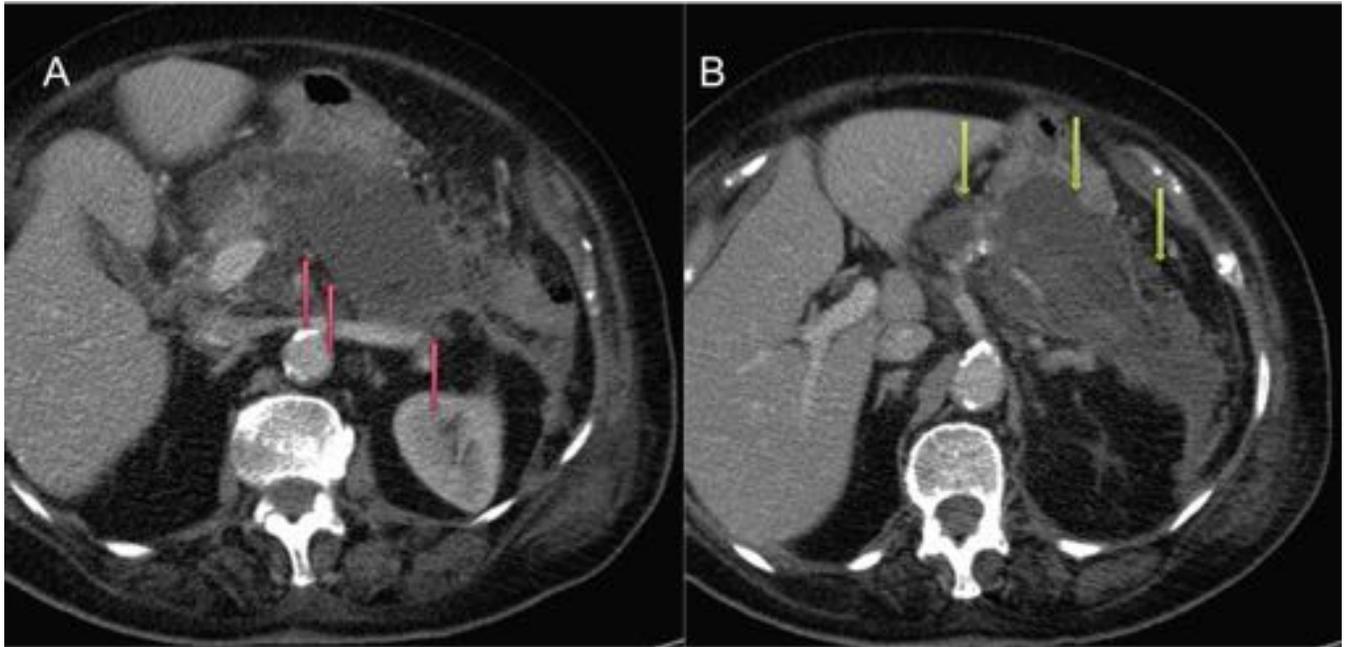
Control TC tras 3 semanas de pancreatitis aguda necrótica. Imagen A corte axial en fase portal que muestra gran colección (flechas rojas) con densidad heterogénea en su interior y sin pared definida. Imagen B corte axial en fase portal que muestra gran colección heterogénea de bordes mal definidos (flechas amarillas).
